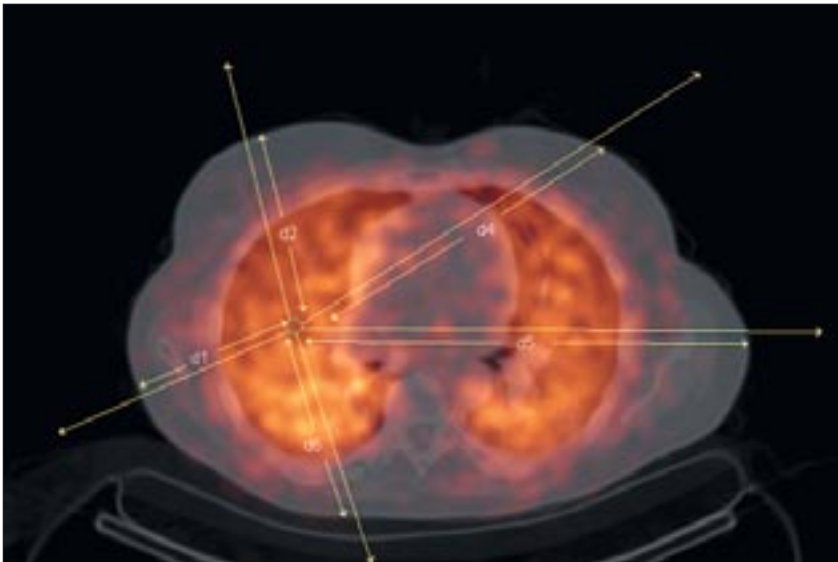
Вероятность поглощения гамма-излучения тканями растет пропорционально его пробегу. Это приводит к неравномерности изображений и снижению статистики счета от наиболее глубоких структур. Данные КТ о плотности тканей позволяют рассчитать число потерянных квантов и компенсировать статистику скорости счета.
